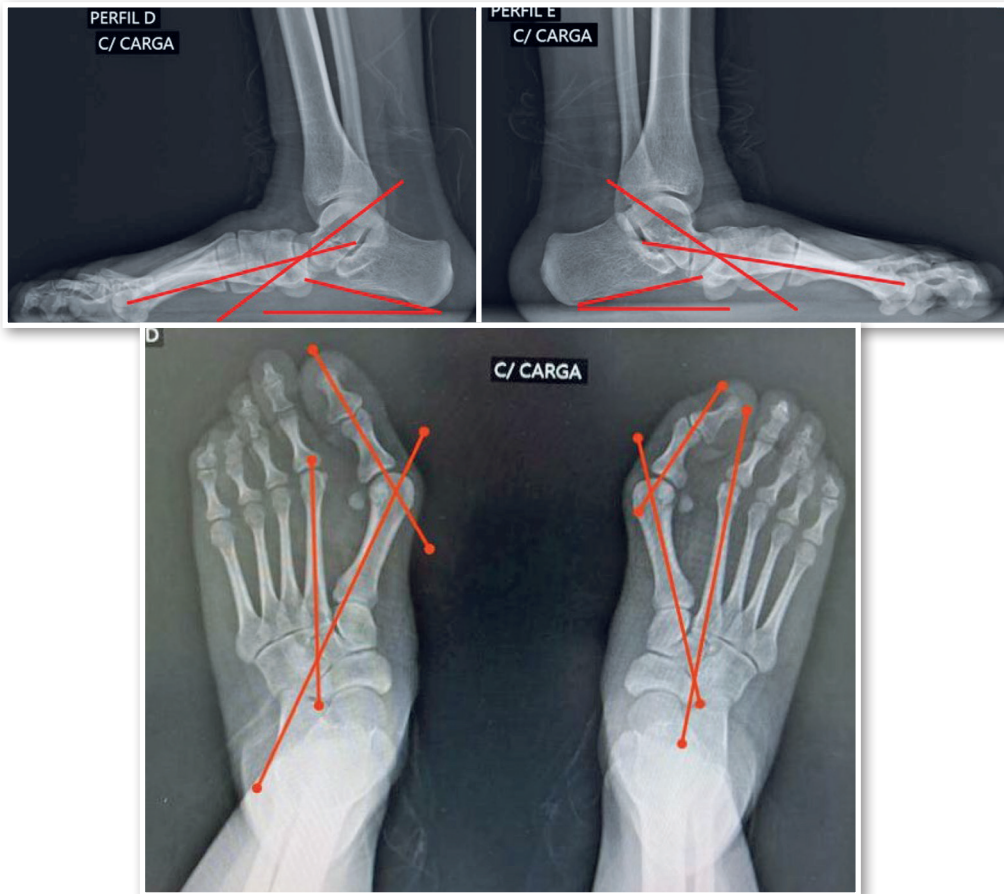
Radiografia em anteroposterior evidenciando os ângulos: intermetatarsal de 27° a direita e 24° a esquerda e ângulo do hálux valgo de 55° a direita e 47° a esquerda. No Perfil: Meary de 22° a direita e 25° a esquerda; Pitch do calcâneo: 15° do pé direito e 11° do pé esquerdo.
